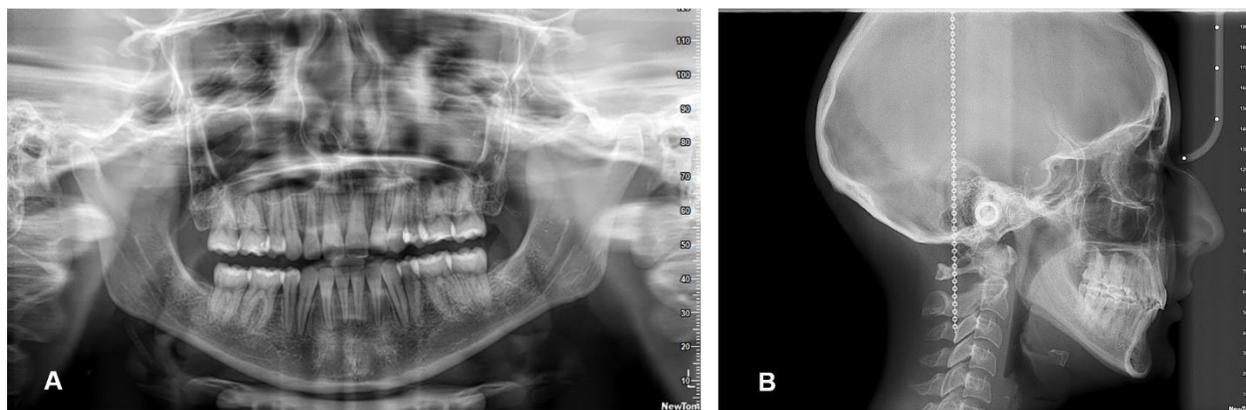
Radiografías post tratamiento. A. Ortopantomografía final, B. Radiografía lateral de cráneo final
